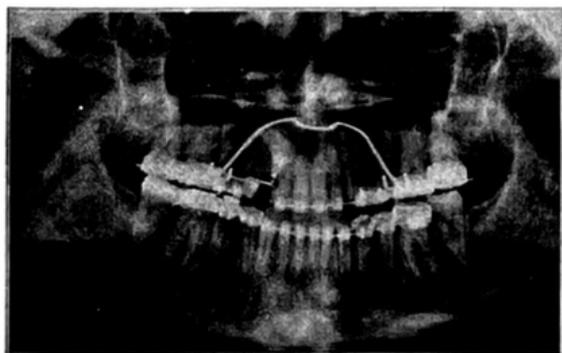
ortopantomografia al termine della fase ortodontica.
